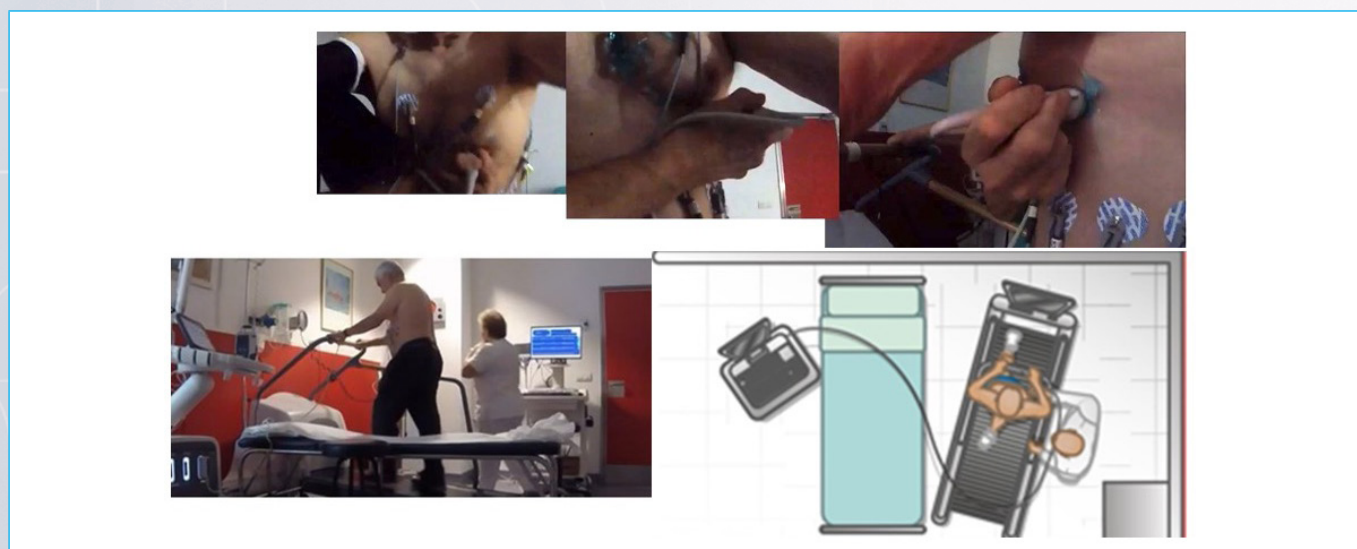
Disposición de un laboratorio para la realización de una ecocardiografía de ejercicio, con la opción de adquirir imágenes en pico y posejercicio.
